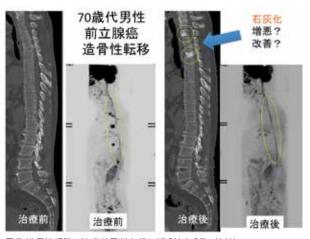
造骨性転移の治療効果判定(DWIBS法とCTの比較)。 すずかけセントラル病院の境野普二朗先生のご厚意による。
